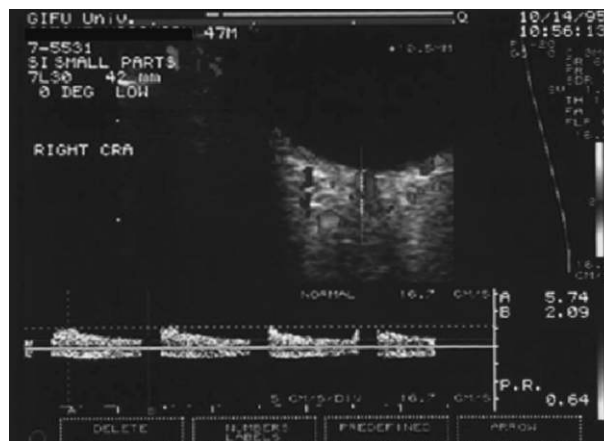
超音波カラードップラ法による測定の一例。網膜中心動脈の計測例。
